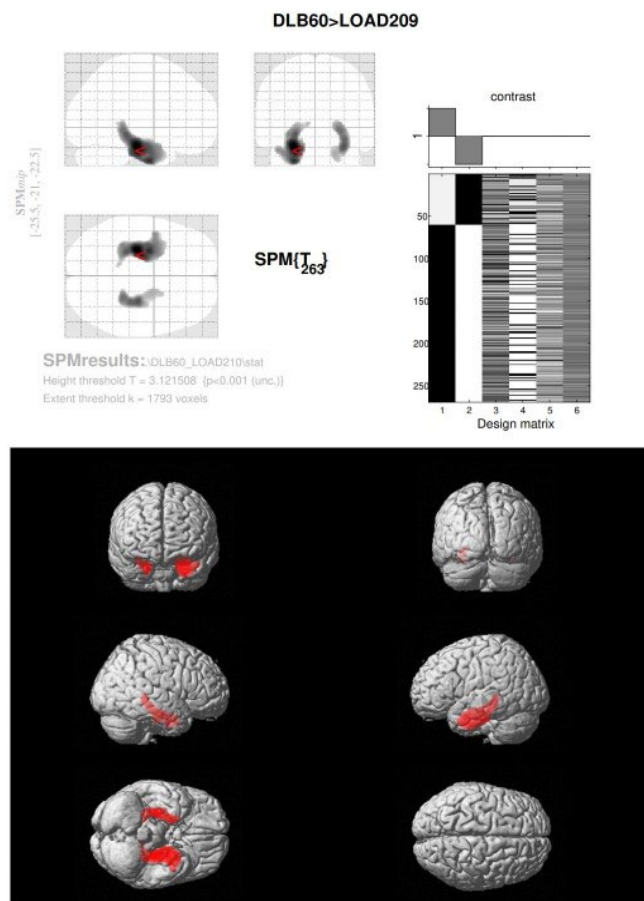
レビー小体型認知症 (DLB) 60例とアルツハイマー型認知症 (AD) 209例とのMRI-VBM比較 (SPM12)
